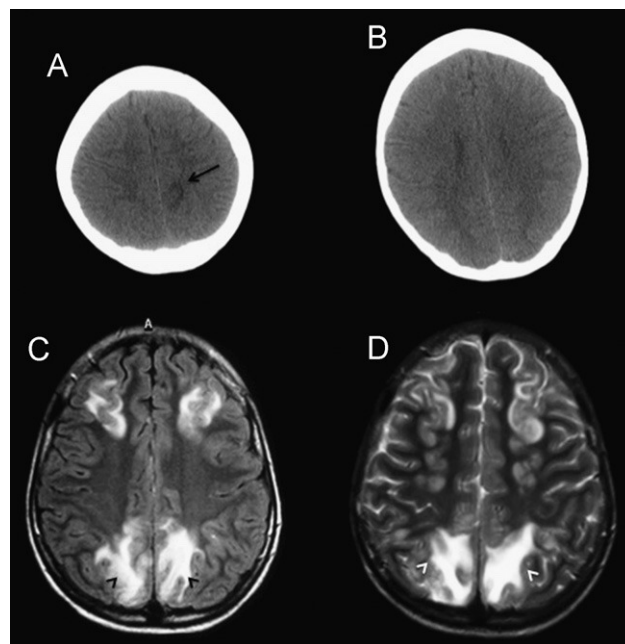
Estudio cerebral. A, B) TC craneal sin contraste intravenoso que demuestra un lesión focal hipodensa en sustancia blanca parietal (flecha en A). C) RM cerebral: secuencia FLAIR. D) Secuencia potenciada en T2, donde se muestra hiperintensidades en sustancia blanca bilateral, en cortes similares al de la figura B y donde no había traducción tomográfica de las lesiones.
